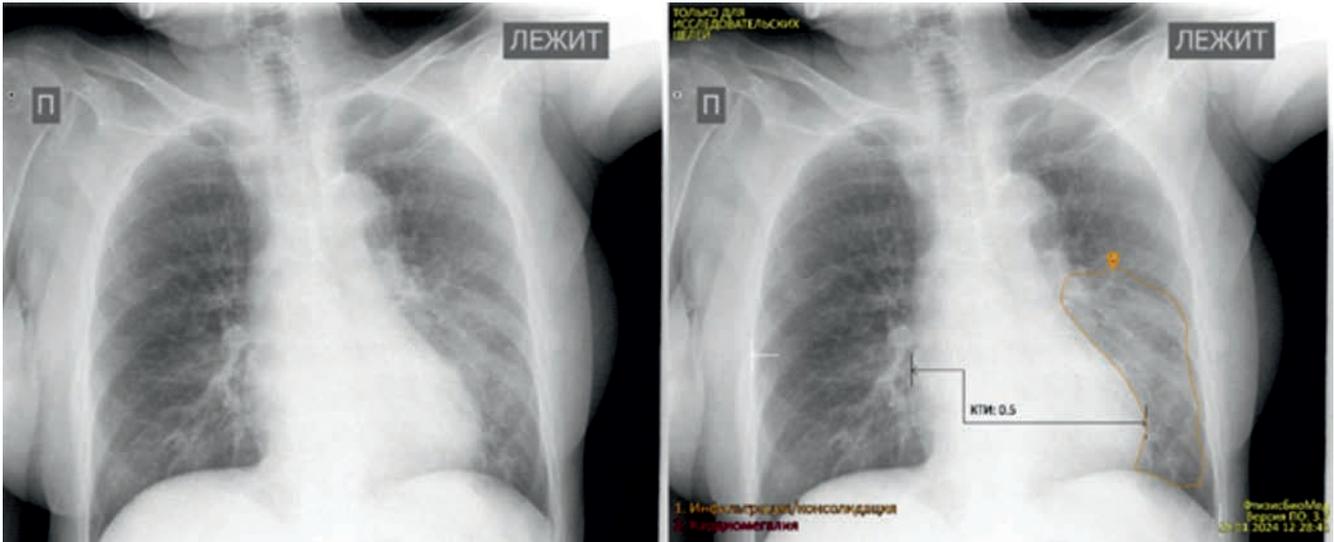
Результаты рентгенографии случая 1
